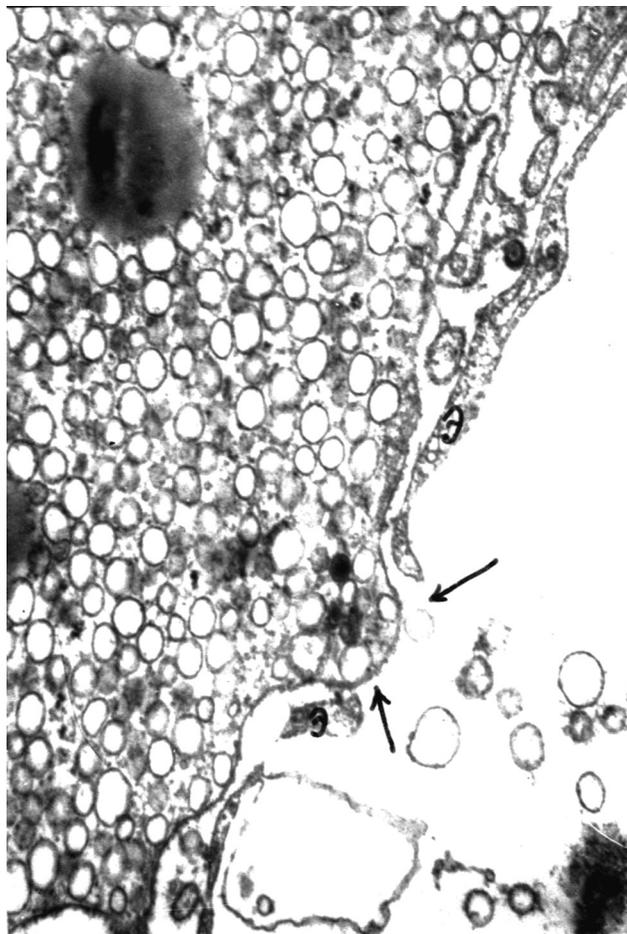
Прямая экструзия аденокортикоцитов в гемокапилляр. Плод 29 нед. Электронная микроскопия. Увеличение $\times 22000$. Э – эндотелиоцит стенки капилляра. Стрелками указан участок клетки, секретируемый в просвет капилляра [1]
